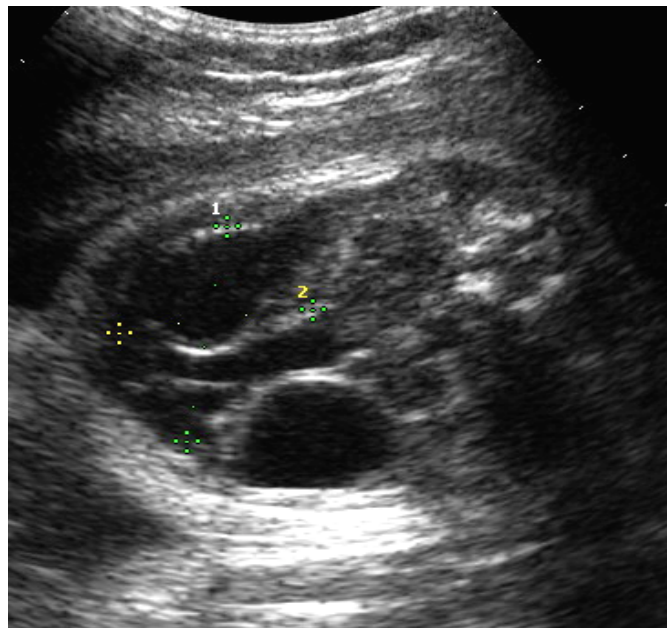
Ecografia: Linfangioma addominale (30 settimane). Sezione assiale.
